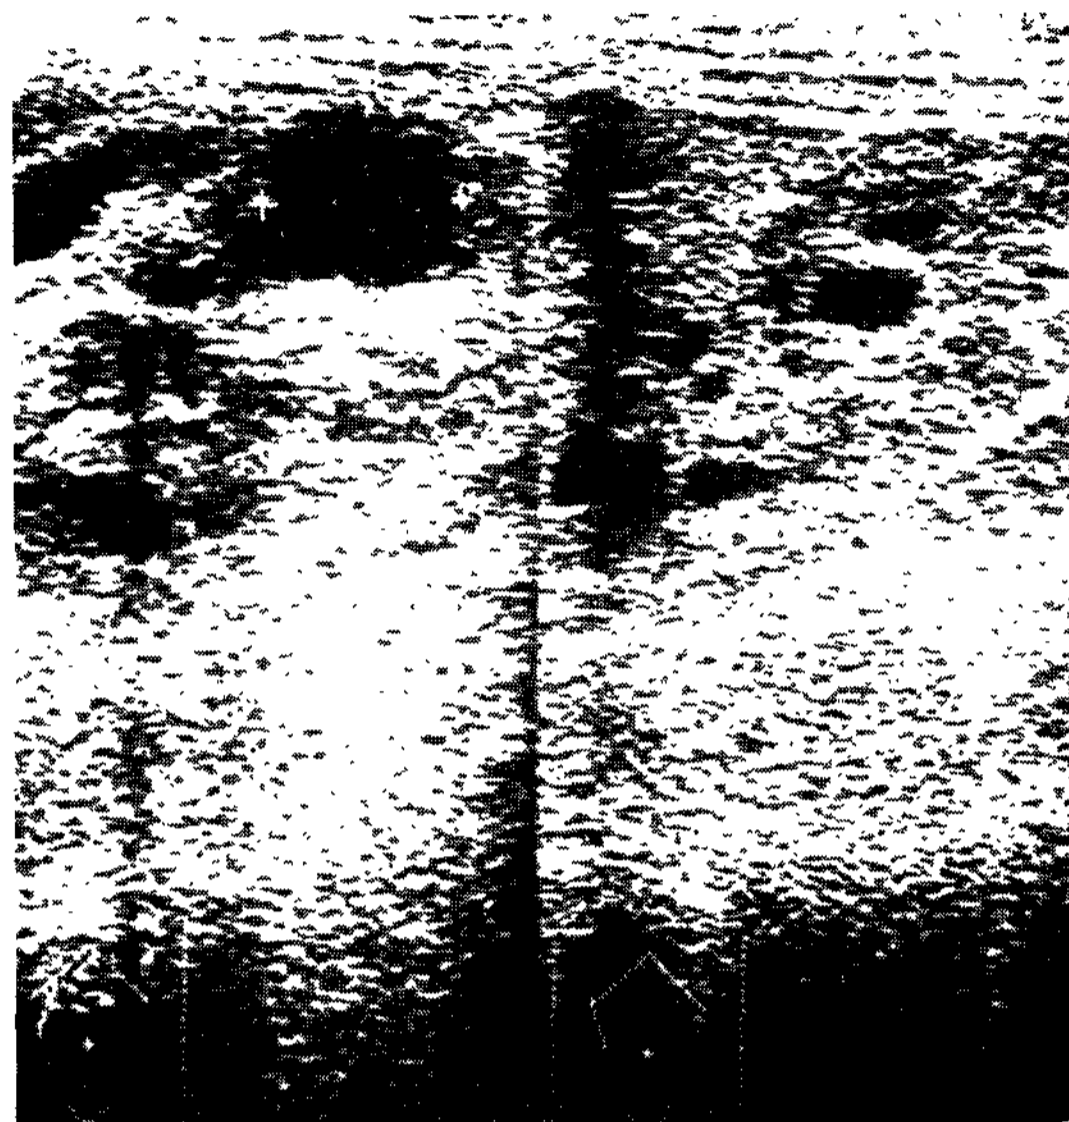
Ultrasonography shows numerous sonolucent cystic lesion in both kidneys. These are separated by multiple curvilinear echoes
